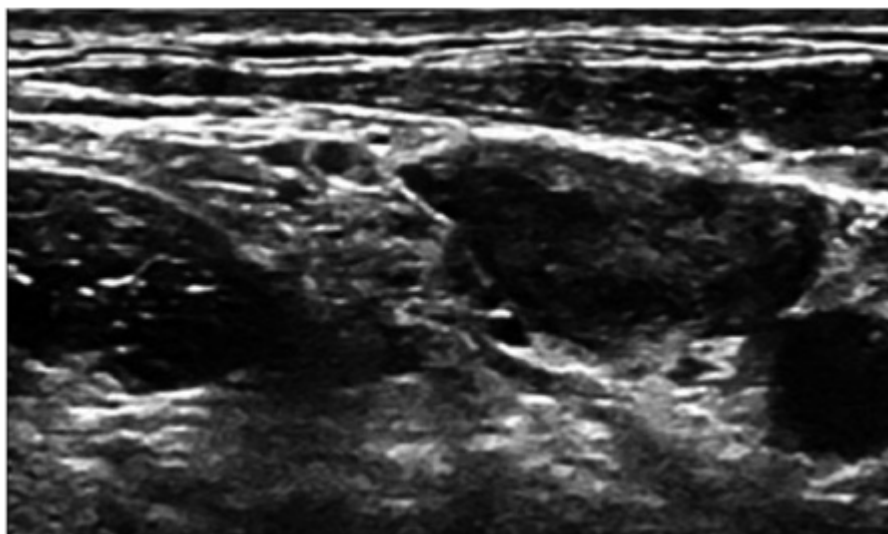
Ecografia del lato sinistro del collo che documenta multiple linfadenopatie, con un diametro massimo di 3.5 cm, e ispessimento della parete della vena giugulare interna, associato a segni di occlusione del lume.
